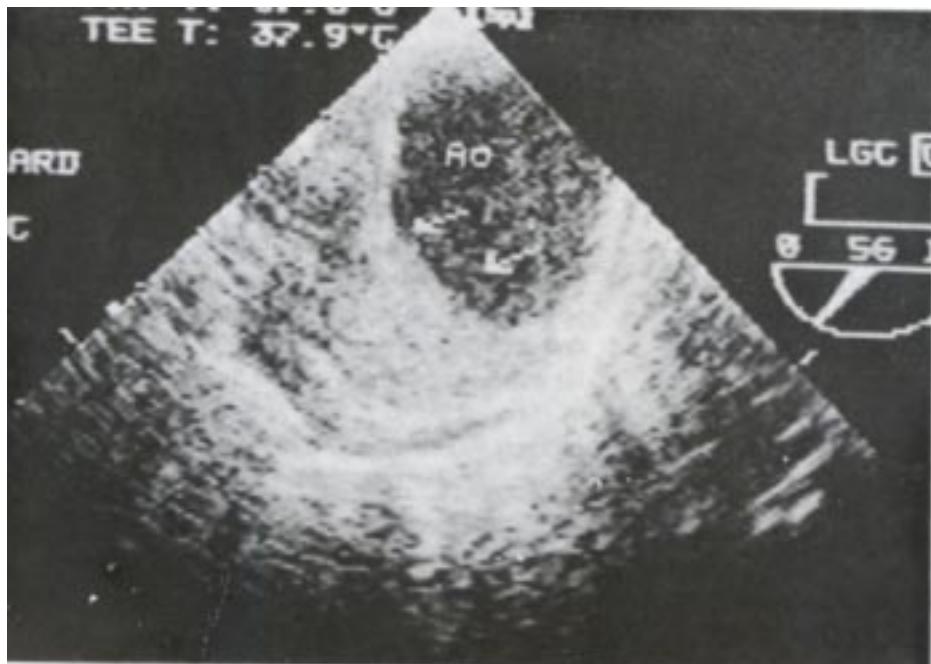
Corte transversal a nivel de la aorta descendente obtenido mediante ecocardiografía transesofágica. Las flechas señalan el engrosamiento de la pared vascular secundario a trombo intramural. Ao: aorta.
